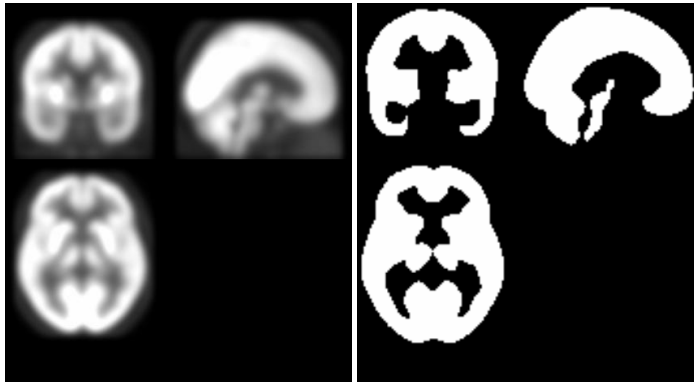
Imágenes FDG-PET. A la izquierda se muestra la imagen original de un paciente; en el centro, imagen del mismo paciente normalizada espacialmente con la plantilla propia. A la derecha se puede observar la plantilla y el mayor parecido de la imagen central a la plantilla.
